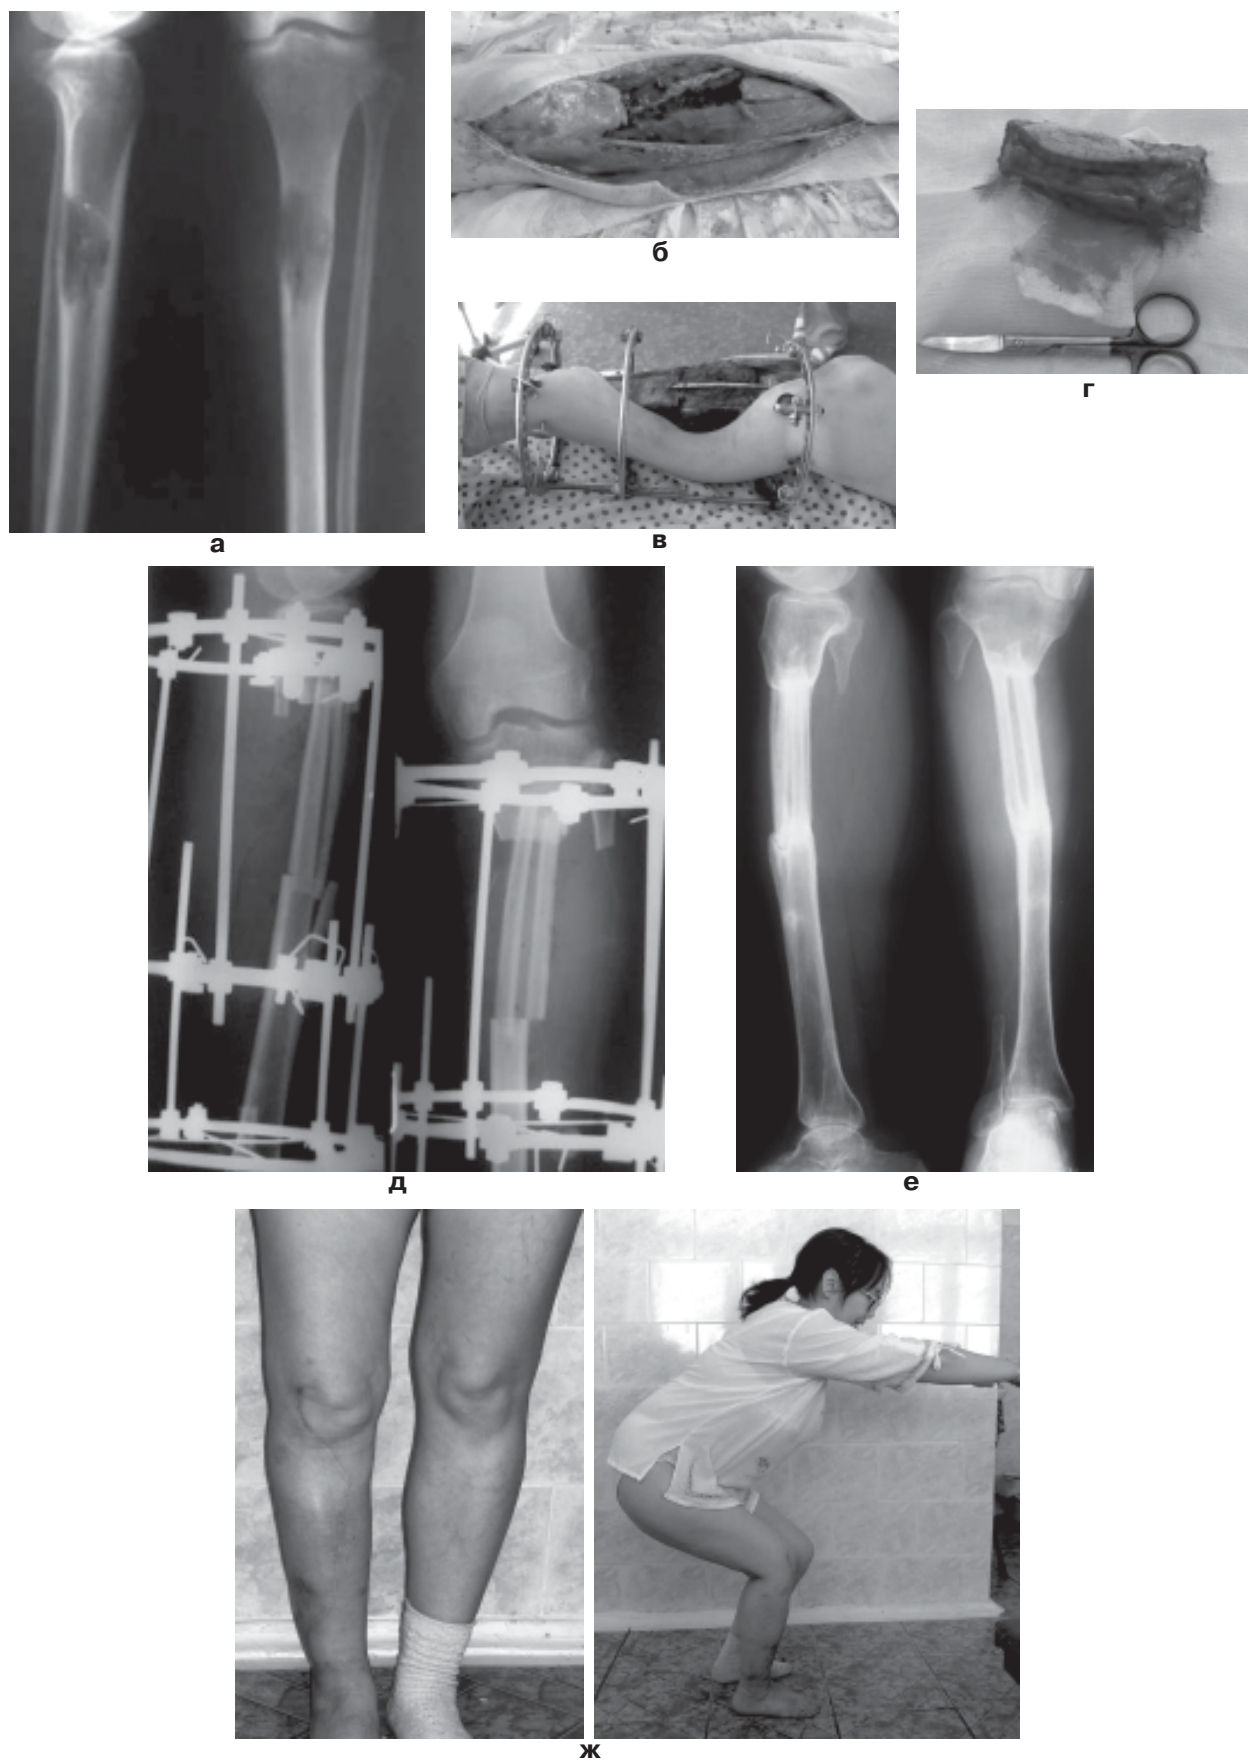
а – рентгенограммы больной И. до операции (отмечается очаг остеолитической деструкции в верхней трети диафиза большеберцовой кости); б – сегментарная резекция большеберцовой кости; в – замещение дефекта несвободным васкуляризированным аутооттрансплантатом и аллоимплантатом «Перфоост»; г – резецированный участок кости с опухолью en bloc; д – рентгенограммы после операции; е – рентгенограммы через 24 мес.; ж – функция конечности через 24 месяца.
